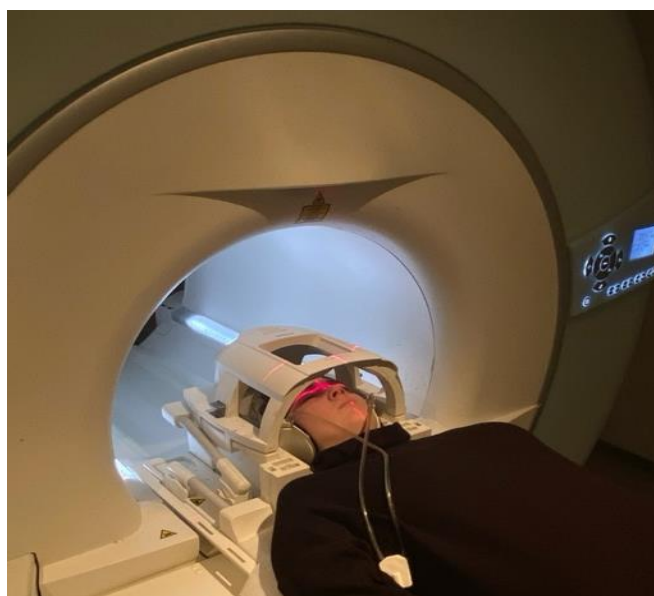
Положение пациентки в томографе перед исследованием
